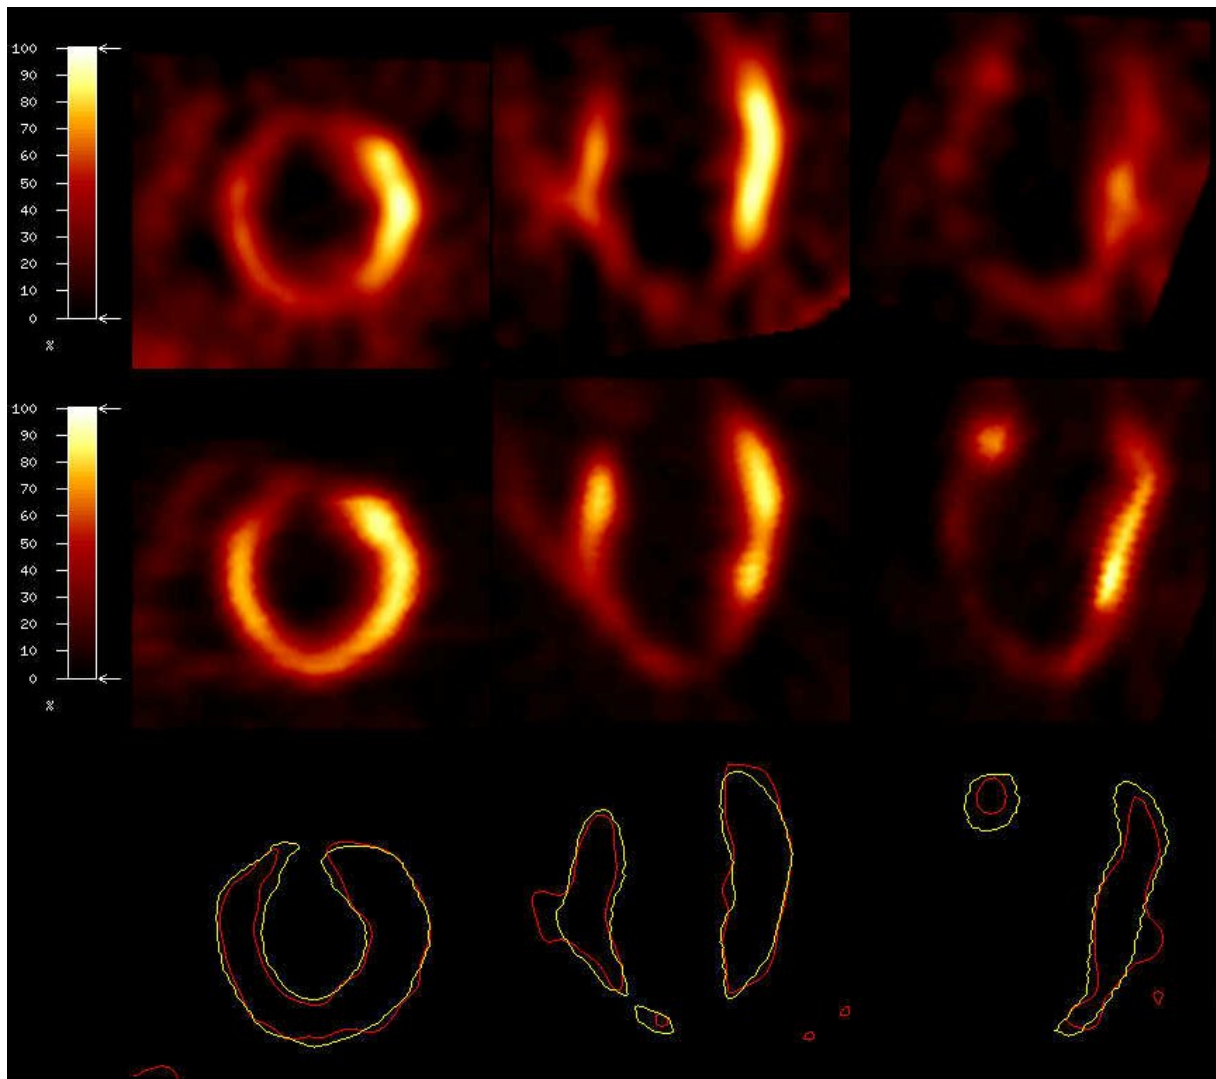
Koregistrierung der PET- und SPECT-Bilder
